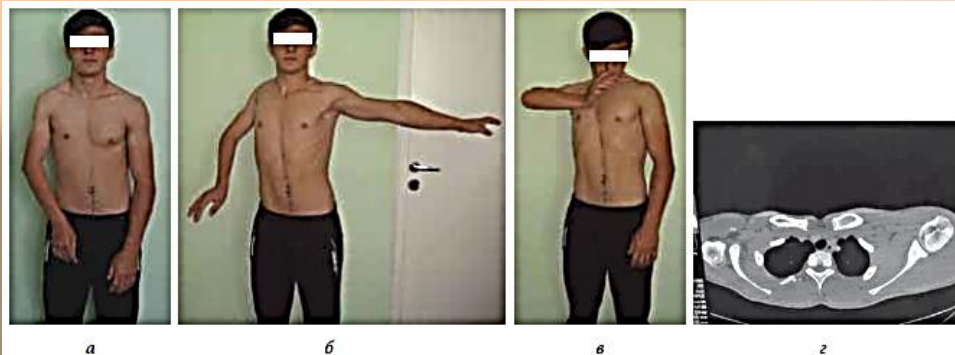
Приводяще-внутриротационная контрактура правого плечевого сустава у больного Б., 17 лет, с последствием родового повреждения плечевого сплетения до лечения: а — внешний вид больного; б — отведение в плечевых суставах; в — положительный «синдром трубоча» справа; з — КТ плечевых суставов
